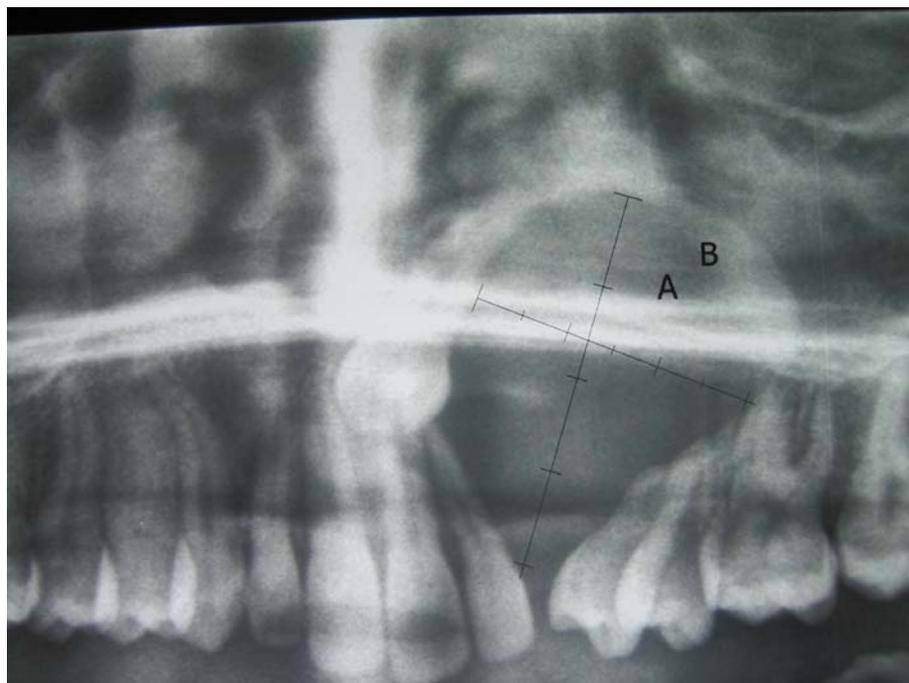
CBCT : Image claire arrondie, à contours réguliers, siégeant dans l'hémi maxillaire gauche avec déplacement des dents en rapport et la 13 incluse (Iconographie du service maxillo facial HMA Marrakech).
